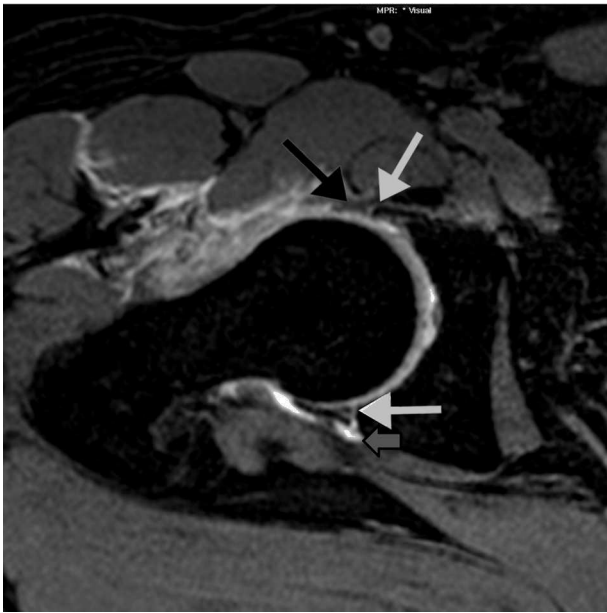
Varón de 42 años con pinzamiento femoroacetabular tipo «pincer». La imagen axial de artro-RM secuencia THRIVE potenciada en T1 muestra el labrum acetabular de la región anterior (flecha negra) degenerado con señal intermedia; el plano de separación o rotura en la unión condrolabral anterior (flecha blanca), en el que se introduce contraste entre el labrum acetabular anterior y el reborde óseo; en la región posterior del anillo acetabular se aprecia otro plano de separación o rotura en la unión condrolabral posterior (flecha blanca) y un quiste paralabral posterior (flecha rellena gris) en comunicación con el espacio articular.
